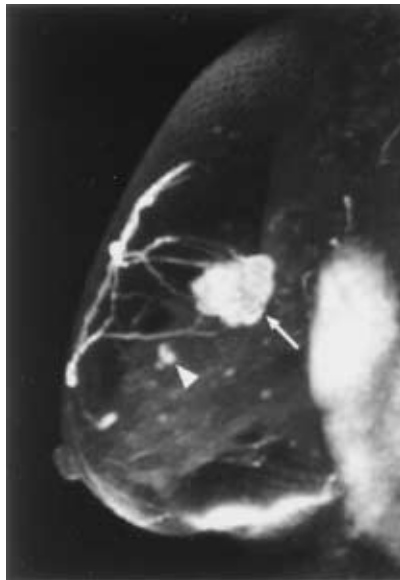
MRI 乳房を横方向から見たMIP画像である。主腫瘍（矢印）と嚢結節（矢頭）が認められた。皮膚直下の線状陰影やその他の小さな白色部位は血管である。
